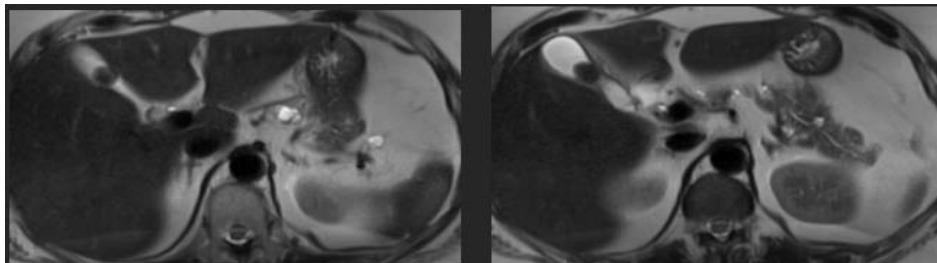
IRM des surrénales normales séquence T2
